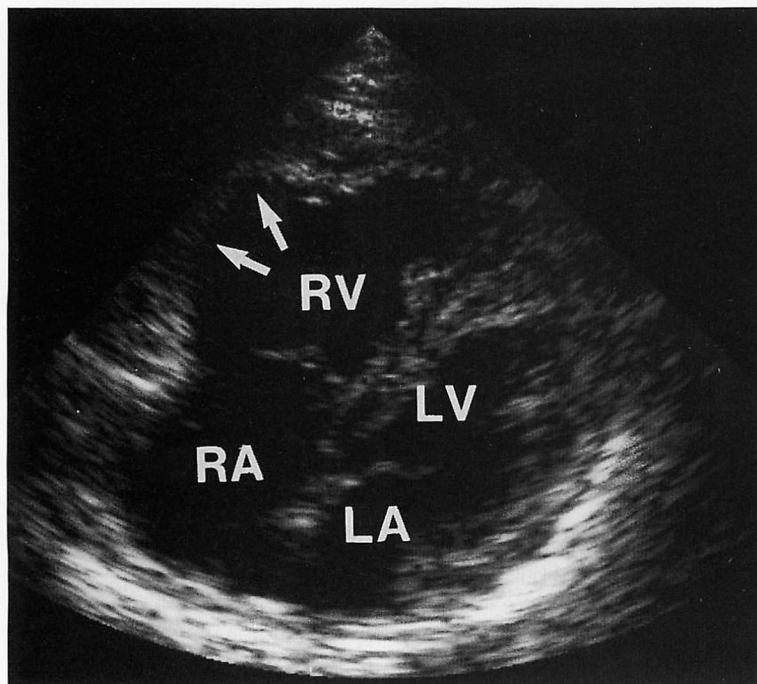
Echocardiogram in the modified apical four-chamber view
